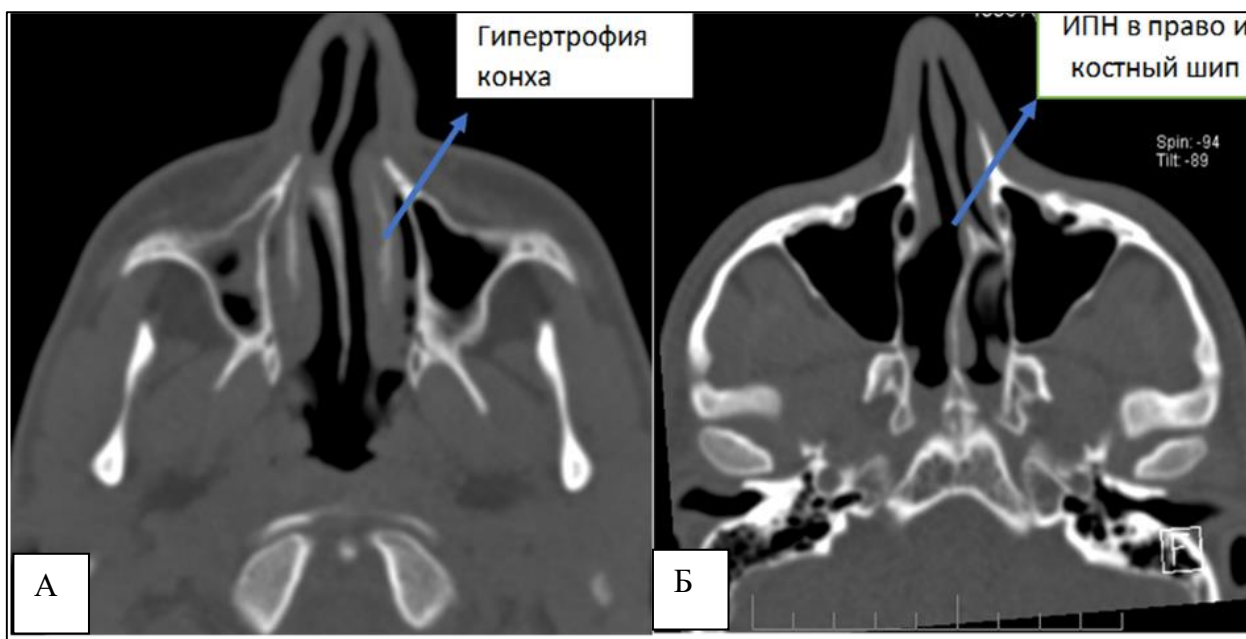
КТ-изображение (49-й аксиальный срез): визуализируются гипертрофия нижних носовых раковин, искривление перегородки носа и костный шип (КШ); а - гипертрофия левой нижней носовой раковины при отклонении перегородки вправо и наличии КШ справа; б -отклонение перегородки влево с КШ слева
